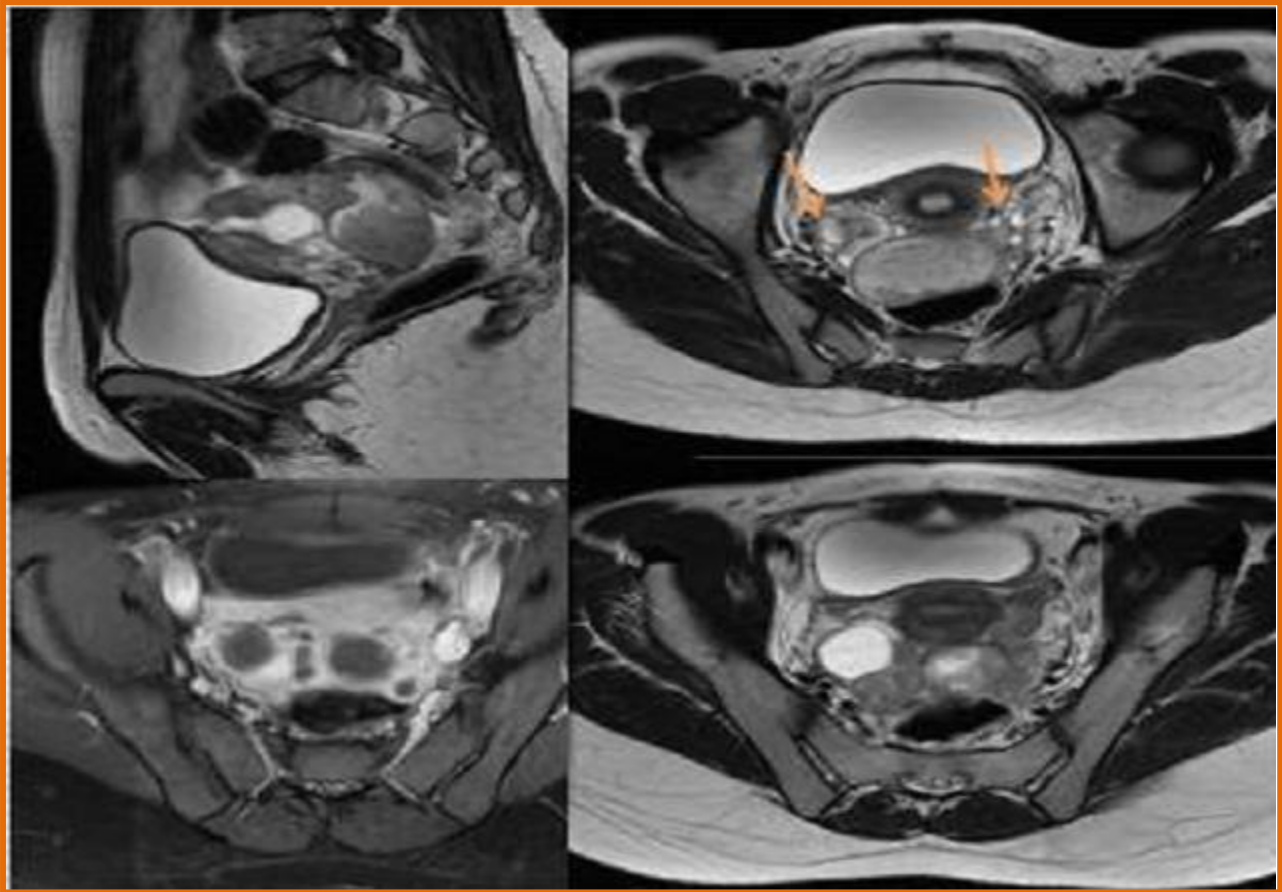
IRM pelvienne : Hydrosalpinx bilatéral à contenu en hyposignal T2, non rehaussé après contraste. Noter la visualisation d’ovaires normaux (flèches oranges)
